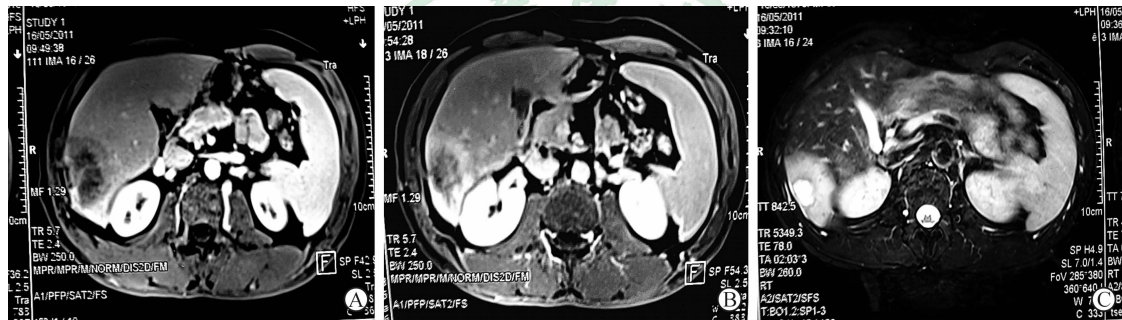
肝上皮样血管内皮瘤 MRI T₁WI和T₂WI表现
